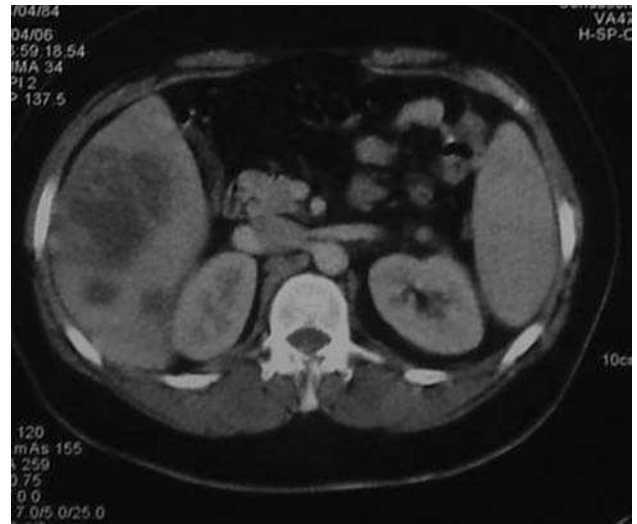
Tomografía computarizada abdominal con múltiples lesiones hepáticas redondeadas, de distinto tamaño y algunas tabicadas
